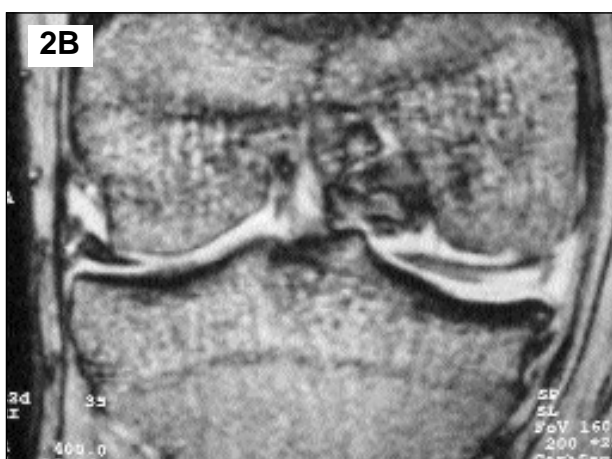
resonancia magnética de un menisco discoideo interno del tipo intermedio. Fig 2A: cortes sagitales.
